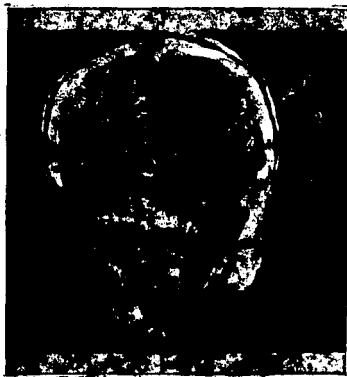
TAC preoperatoria. Corte coronal. Se observa invasión intra y supraselar, del tercer ventrículo. Imágen bilobulada gigante, alcanza la prolongación ventral del ventrículo
